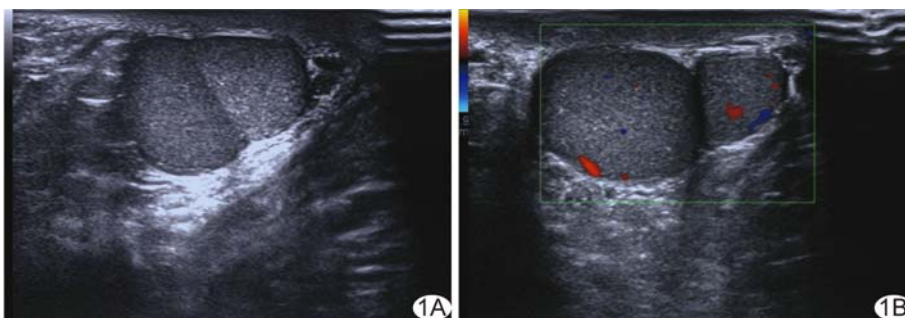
多睾症 A. 超声声像图示右侧阴囊; B. CDFI
